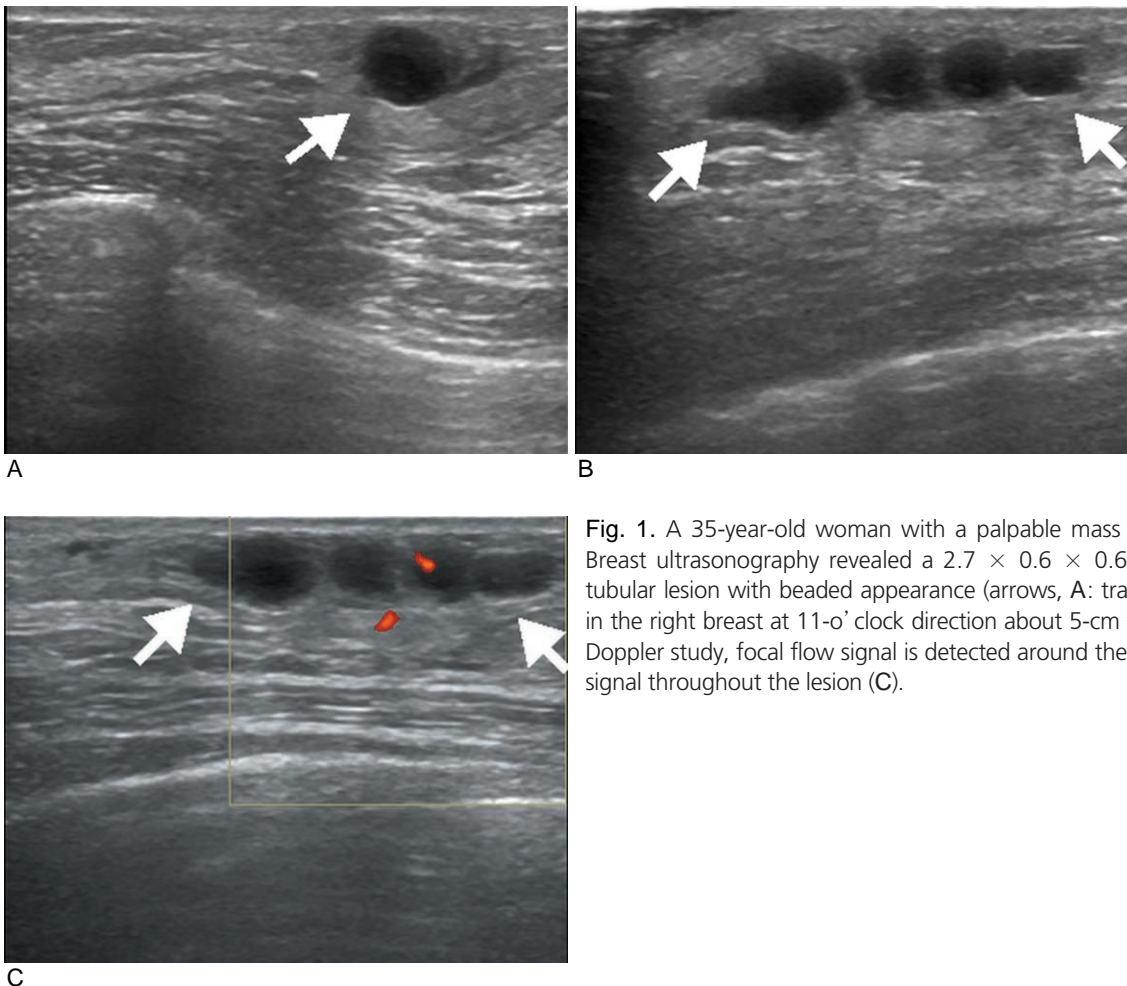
A 35-year-old woman with a palpable mass in her right breast. Breast ultrasonography revealed a $2.7 \times 0.6 \times 0.6$ cm sized anechoic tubular lesion with beaded appearance (arrows, A: transverse, B: oblique) in the right breast at 11-o' clock direction about 5-cm from the nipple. On Doppler study, focal flow signal is detected around the lesion without flow signal throughout the lesion (C).
